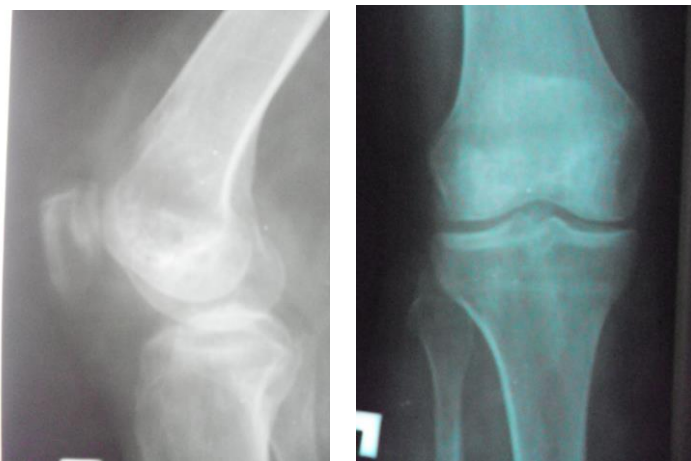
Рентгенограммы больного после удаление устройства
